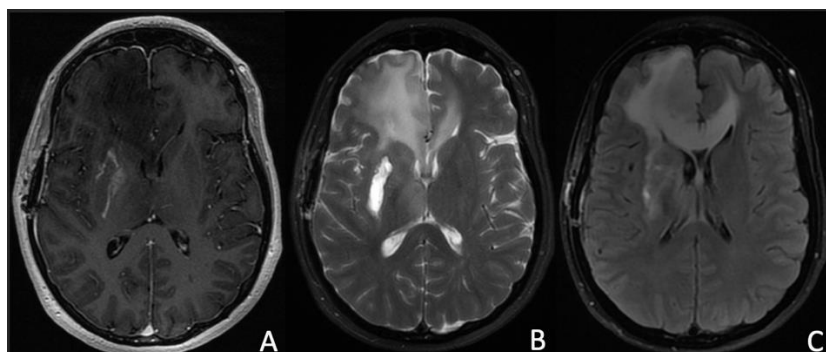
A. Corte axial en secuencia ponderada en T1 con gadolinio no se observa una región captante de medio en lecho quirúrgico, se aprecia recuperación de la línea media y morfología normal del tercer ventrículo, B. Corte axial en secuencia ponderada en T2 impresiona densidad de líquido en cavidad quirúrgica, C. Corte axial en secuencia ponderada T2 FLAIR impresiona edema residual en la región frontal bilateral con predominio derecho y en ganglios basales derechos.
